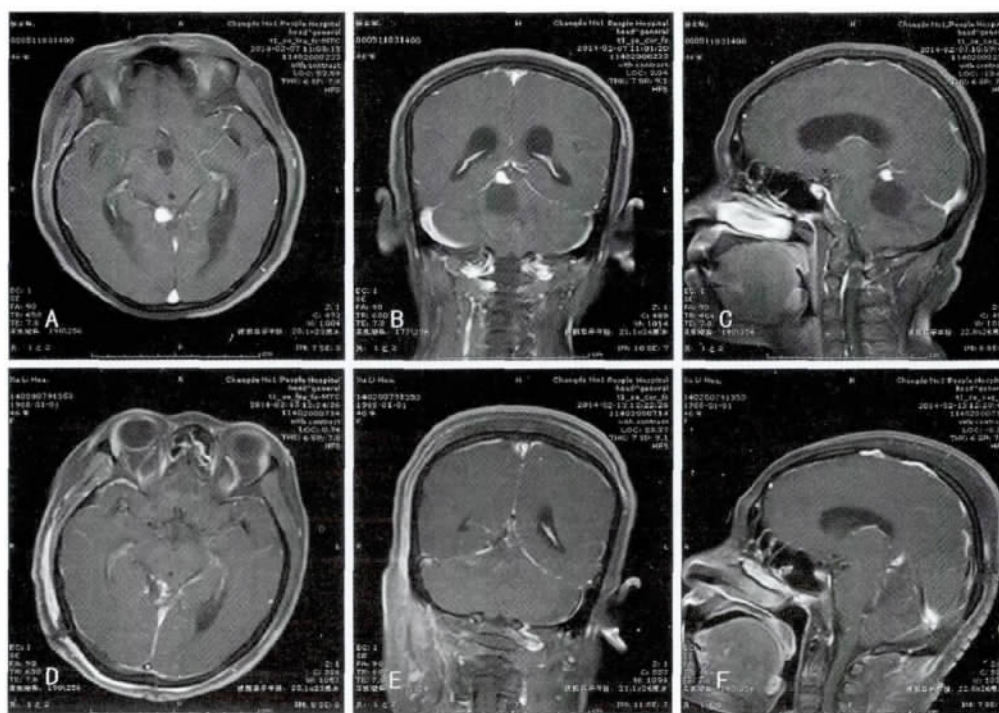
A、B、C 术前 MRI 增强示四叠体区占位; D、E、F 术后 MRI 增强时病变全切。
